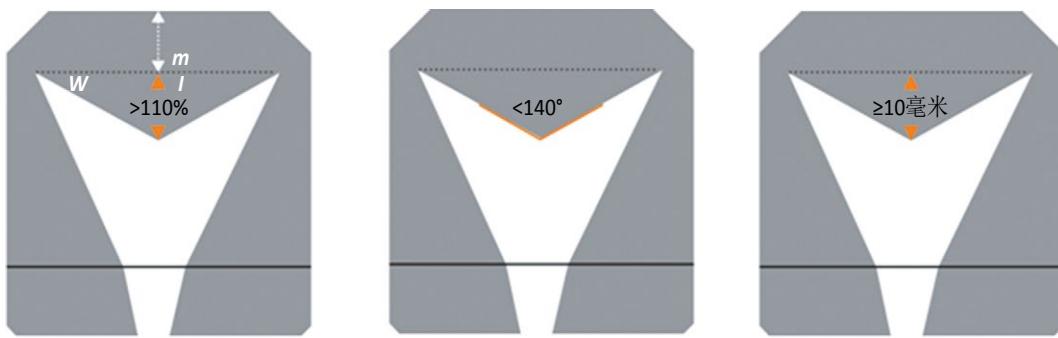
超声诊断子宫纵隔的标准: m —子宫壁; I —宫腔底部凹陷深度; I/m —宫腔底部凹陷深度与子宫壁的比值; W —宫腔宽; α 角—宫腔下陷角 (ESHRE-ESGE, 2016)
